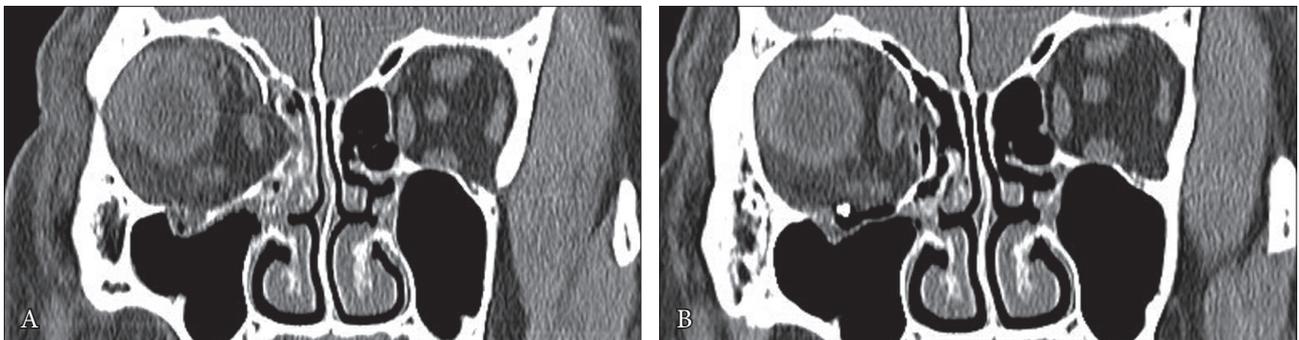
(A) Preoperative coronal computed tomography scan of right inferomedial blow out fracture. (B) Postoperative (14 days) coronal scan of reconstruction by the inlay/sheet method.
